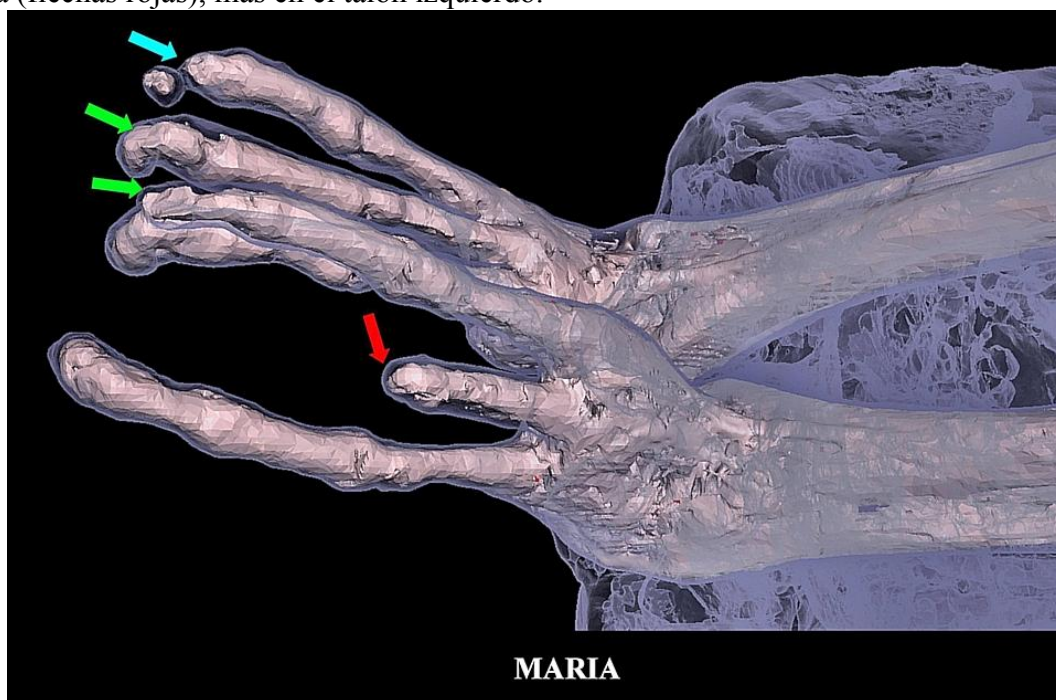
TC 3D que muestra los huesos a través de la piel semitransparente de ambos pies. En el pie izquierdo se observó amputación (flecha roja) distal al primer segmento (S1) en el dedo medio. La parte dorsal del segmento más distal (S4) del dedo medial parecía haber sido afeitada y aplanada (flecha verde). En el pie derecho, los segmentos S3 y S4 del dedo medio tenían su superficie dorsal parcialmente afeitada (flecha verde). Había una constricción cutánea en el sitio de amputación parcial de los segmentos S3 y S4 en el dedo lateral (flecha azul).
